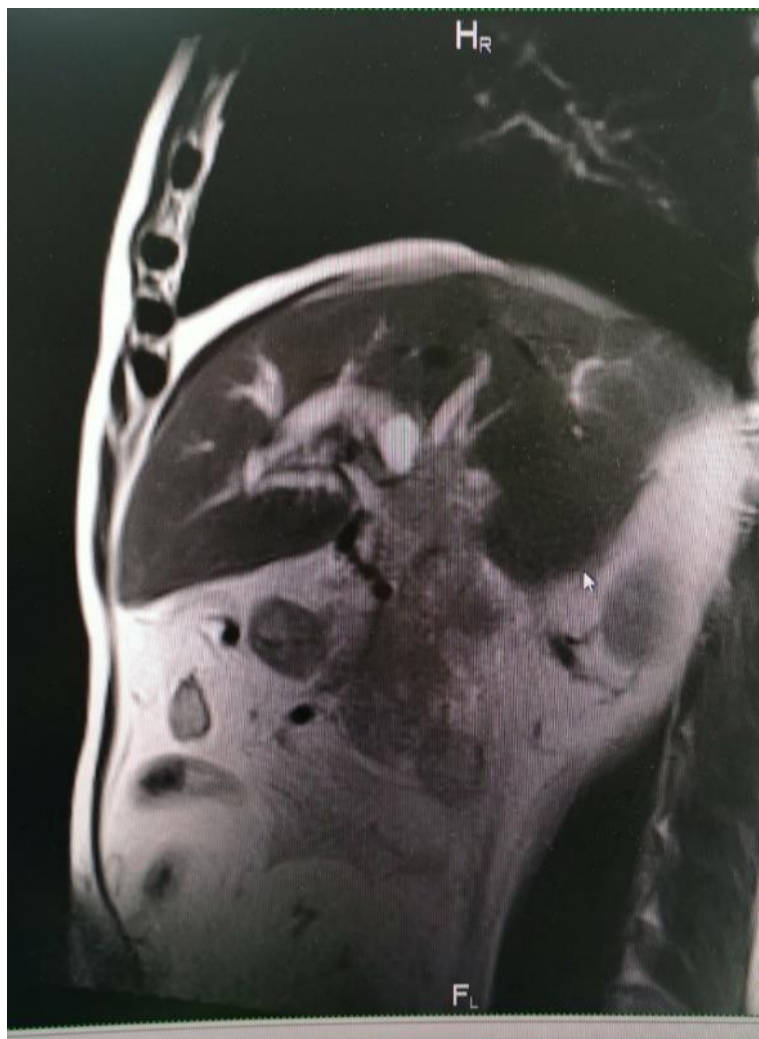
МРТ органів черевної порожнини і заочеревинного простору пацієнта В., сагітальна площина.
